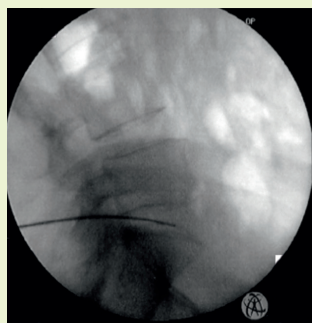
Röntgenkontrollierte Punktion des Bandscheibenfaches.
